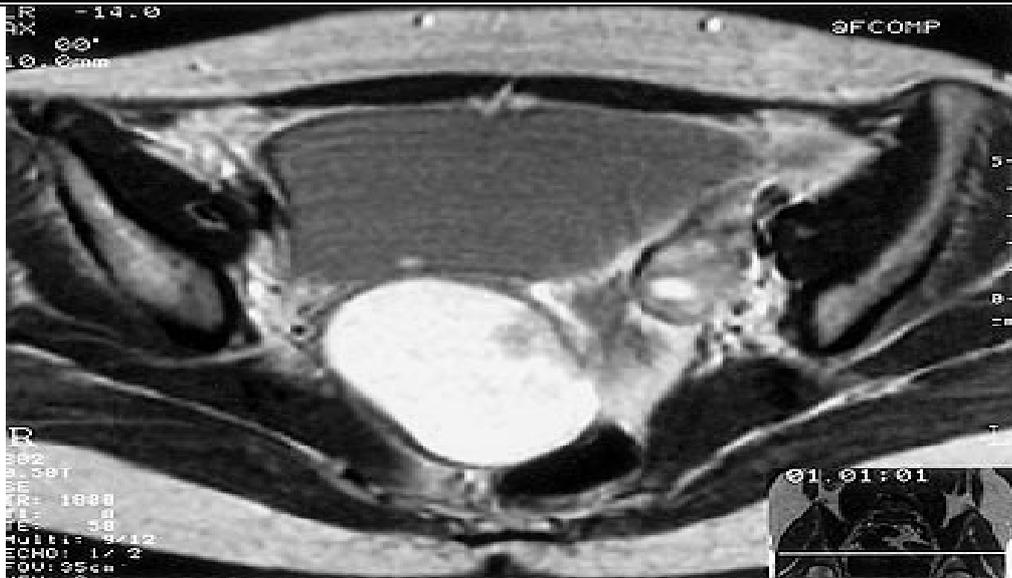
IRM en coupe axiale pondérée en T2 : les végétations apparaissent nettement avec un signal de score 3 au sein du liquide de score 6.
